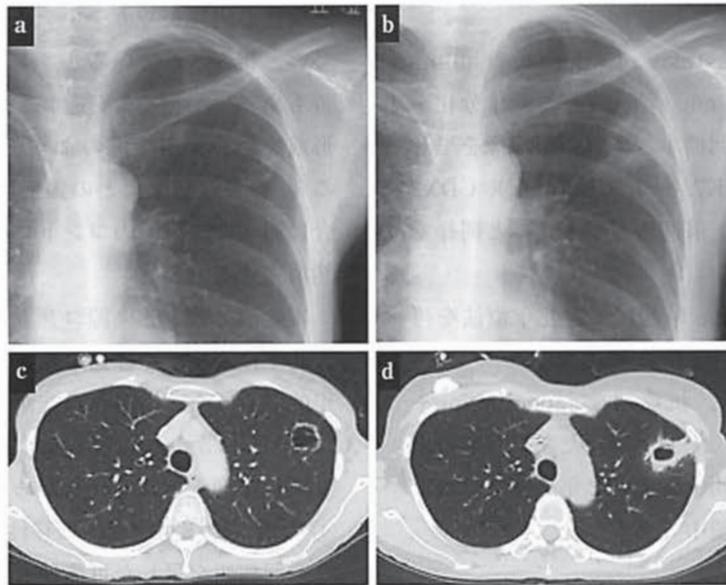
a, c: XP and CT at first operation.
